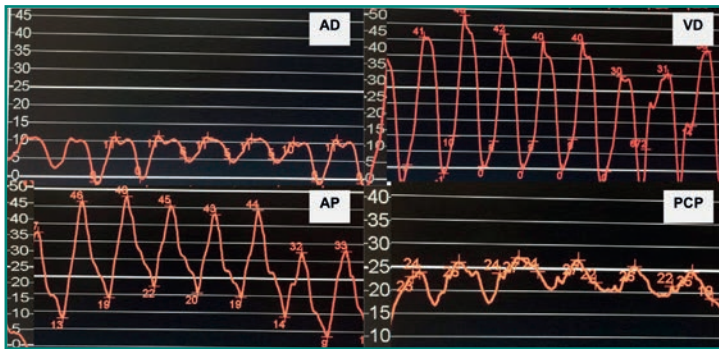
Estudio hemodinámico con catéter Swan-Ganz en paciente con disnea y una radiografía congestiva. El paciente tiene una PCP elevada (22-23 > 15), lo que apoya un fallo cardíaco izquierdo como causa de su disnea.
